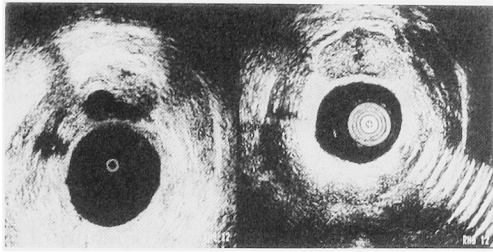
Transrectal ultrasonotomography of the prostate in an oligoasthenozoospermic patient with obstruction of the right and stenosis of the left ejaculatory duct (left) pre-operation; ejaculatory ducts were dilated (right) post-operation (TUR of verumontanum)
